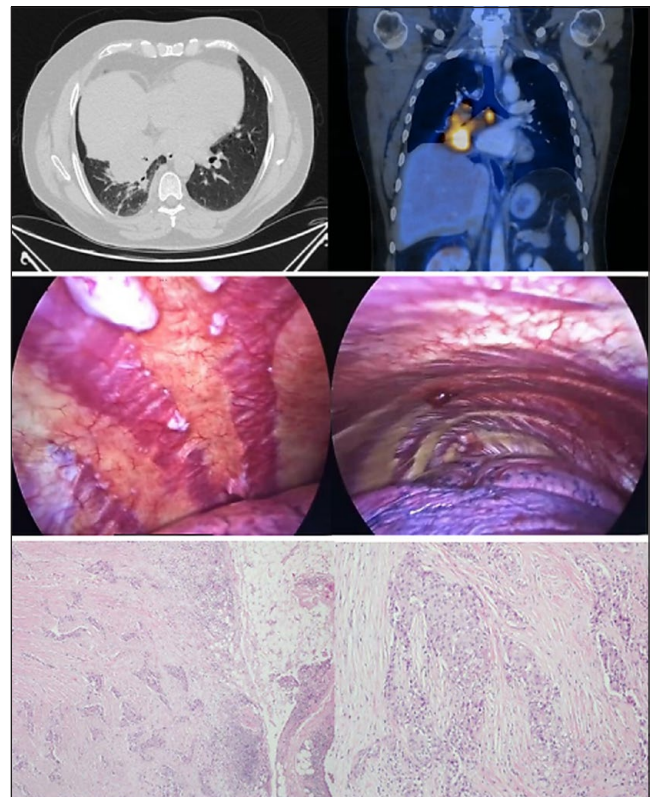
Descripción general de las figuras. A) Tomografía de diagnóstico de la masa pulmonar con compromiso de la pleura diafragmática. B) PET/TC de estadificación con captación de la masa 38x89x74 mm con SUVmax 16.14, adenopatías mediastinales paratraqueales y subcarinales con SUVmax de 2.44 a 16.14 e implante en tejido adiposo subpleural con SUVmax de 4.39. C) D) Videotoracoscopia diagnóstica evidenciando implantes pleurales, sin derrame pleural asociado ni hallazgos sugestivos de compromiso tuberculoso. E) y F) Microfotografía. Hematoxilina-Eosina, 10X y 40X. Pleura; infiltración por adenocarcinoma pobremente diferenciado.
